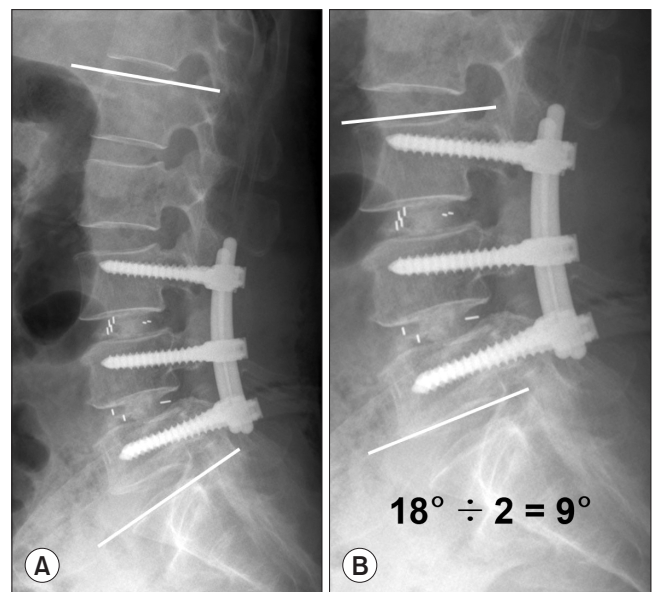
In simple lateral lumbar radiographs, measurements of lumbar lordotic angle (A), fused segment lordotic angle and fused segment lordotic angle per level were estimated (B).
